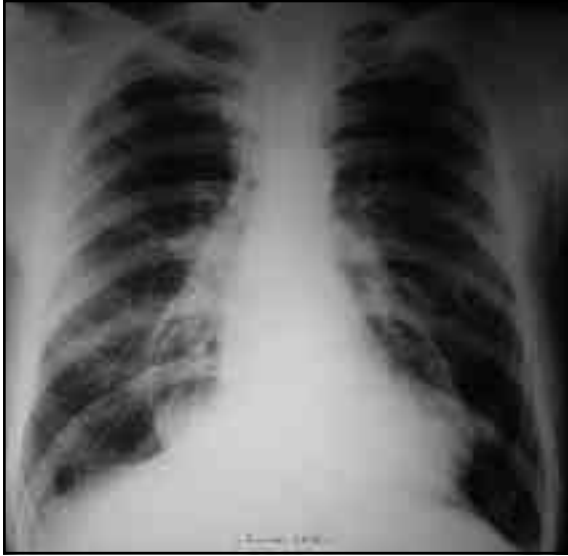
Geliş PA akciğer grafisi.
